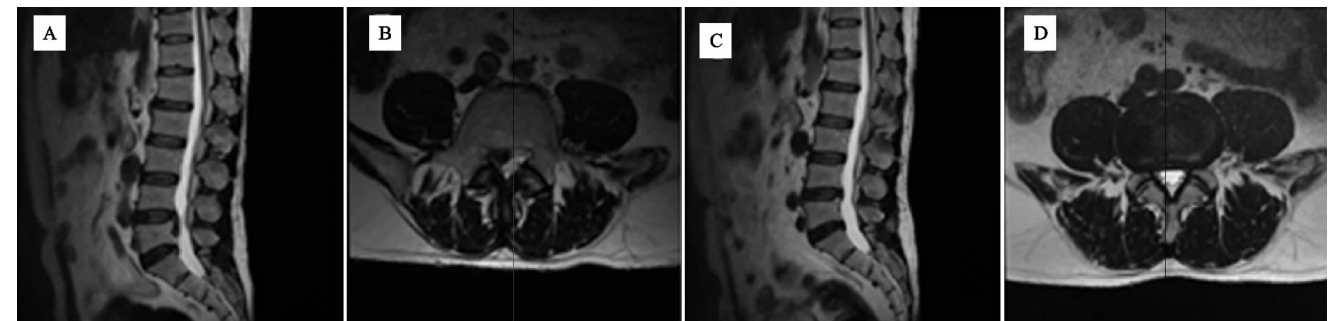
患者,男,58 岁,初诊时腰椎 MRI 提示 L_{4~5}巨大破裂型椎间盘突出;予口服中药等保守治疗 6 个月后复诊 MRI 提示巨大突出物消失
